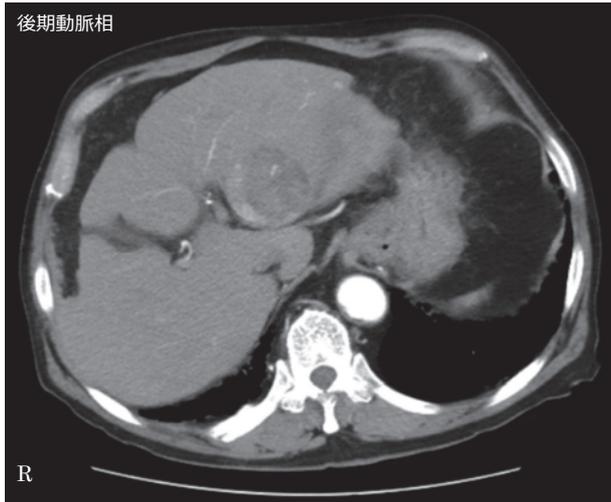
放射線治療開始前の腹部造影CT検査(症例2): 肝S2領域より背側に突出する直径49×48mmの腫瘍性病変を認める。内部はnodule in nodule patternを示し、辺縁の一部が動脈相で濃染する。明らかな脈管侵襲は無い。肝辺縁は鈍化しているが表面の不整は無い。肝左葉背側に、肝実質とほぼ同じCT値の腹水を認める。
